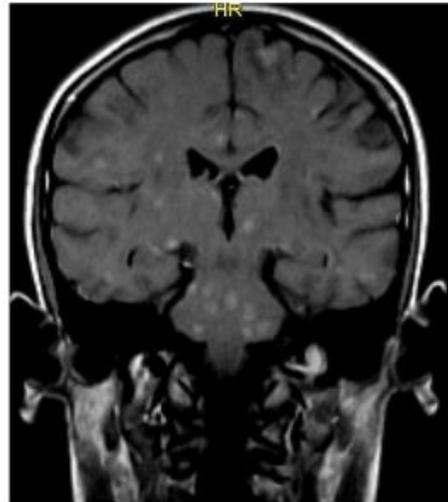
Resonancia coronal con presencia de imágenes múltiples
